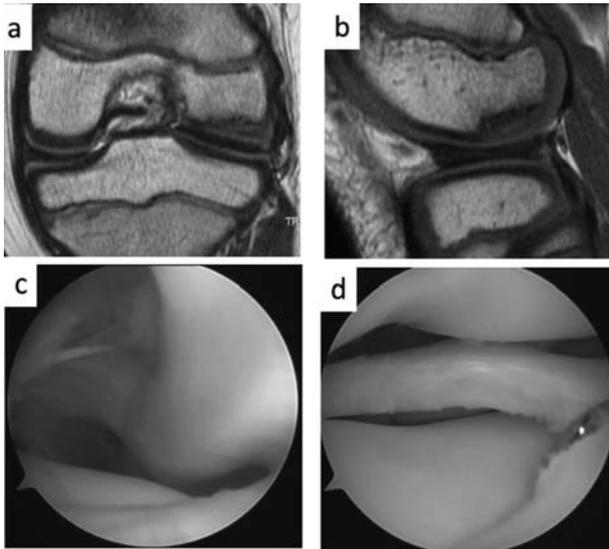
術前 MRI(a,b)と術中所見(c,d)
